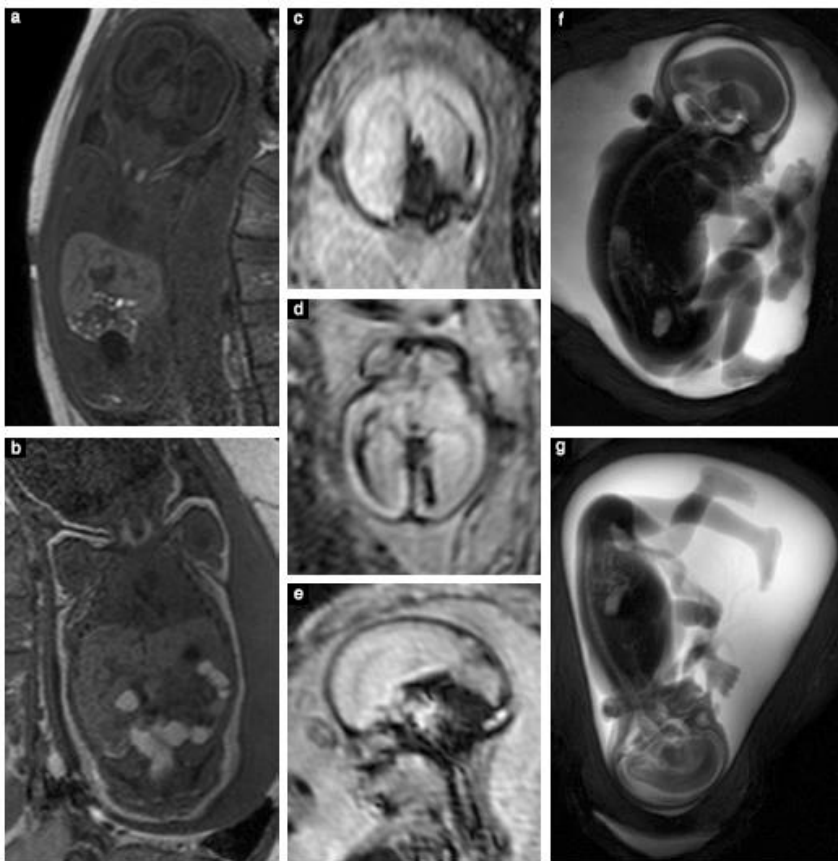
La imagen ponderada en T2 es el pilar de la RMF. Otras secuencias incluyen: Secuencias de RM ponderadas en T1 (a, b), utilizadas aquí en fetos normales a las 27.1 semanas (a) y 38.3 semanas (b) mostrando hiperintensidad de la glándula tiroides y asas intestinales con meconio. Otras secuencias utilizadas son: secuencias de disparo único de alta resolución eco de gradiente ecoplanares, vistas aquí en los planos coronal (c), axial (d) y sagital (e) en un feto de 22.6 semanas con una hemorragia intracraneal, mostrando la hipointensidad de los productos de degradación de la sangre; y secuencias de colangiopancreatografía (cortes de 40 mm de espesor), utilizadas aquí en un feto de 24.4 semanas con una malformación cardíaca (no mostrada aquí) (f) y un feto de 20.1 semanas con hiperextensión de rodillas (“genu recurvatum”) (g) que permite detectar las proporciones y posiciones de manos y pies.
